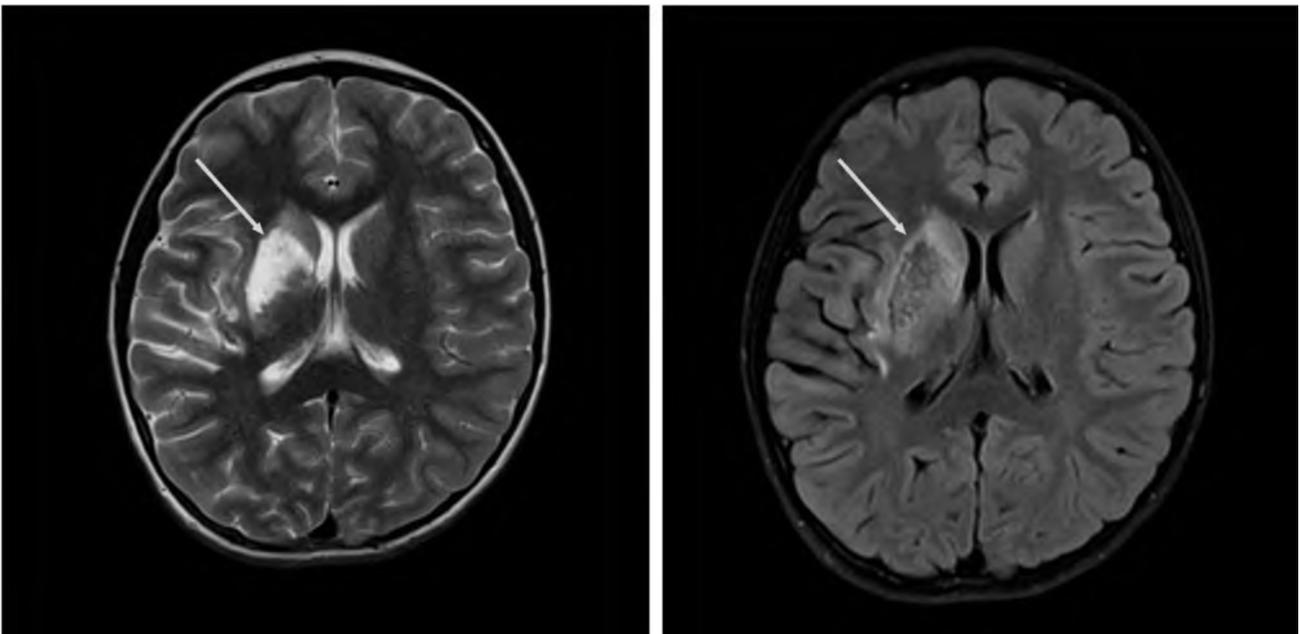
МРТ головного мозга, стрелками указаны постишемические кистозно-глиозные изменения в бассейне правой средней мозговой артерий
